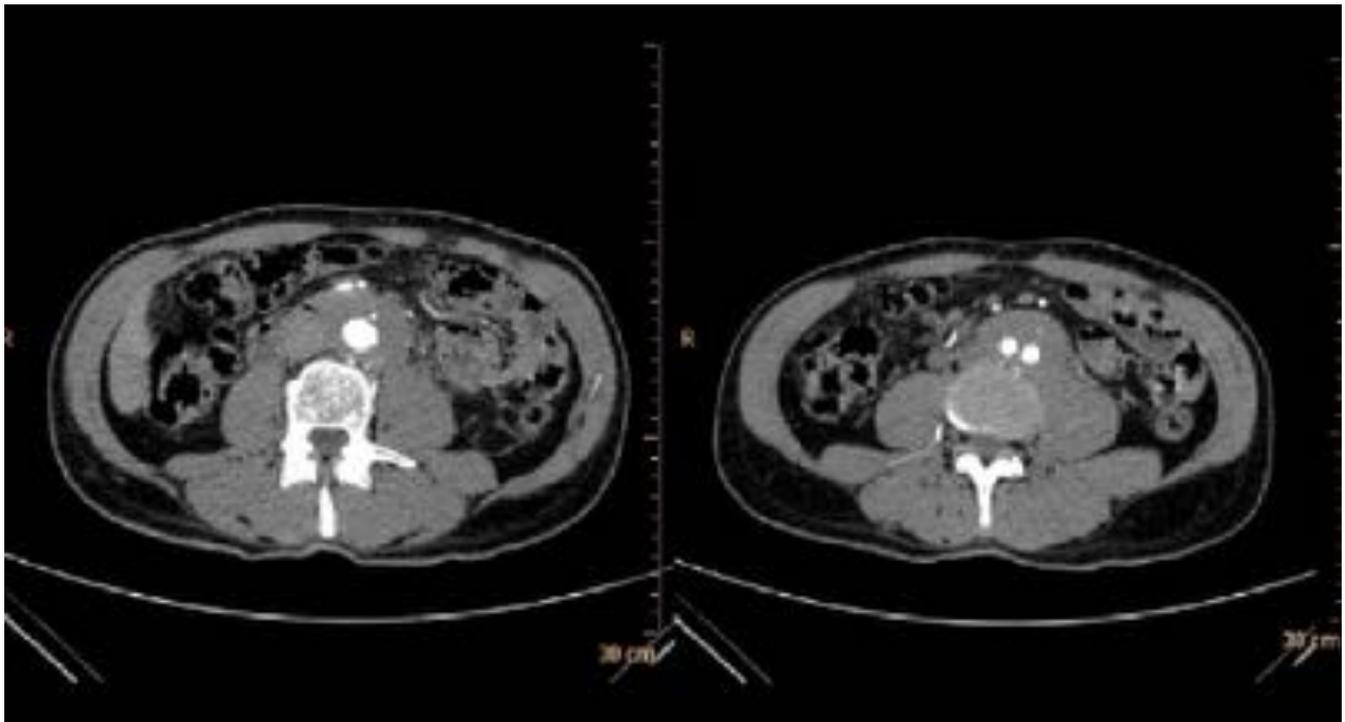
Angio-TC de Aorta abdominal en paciente con fibrosis retroperitoneal. Se observa una imagen
